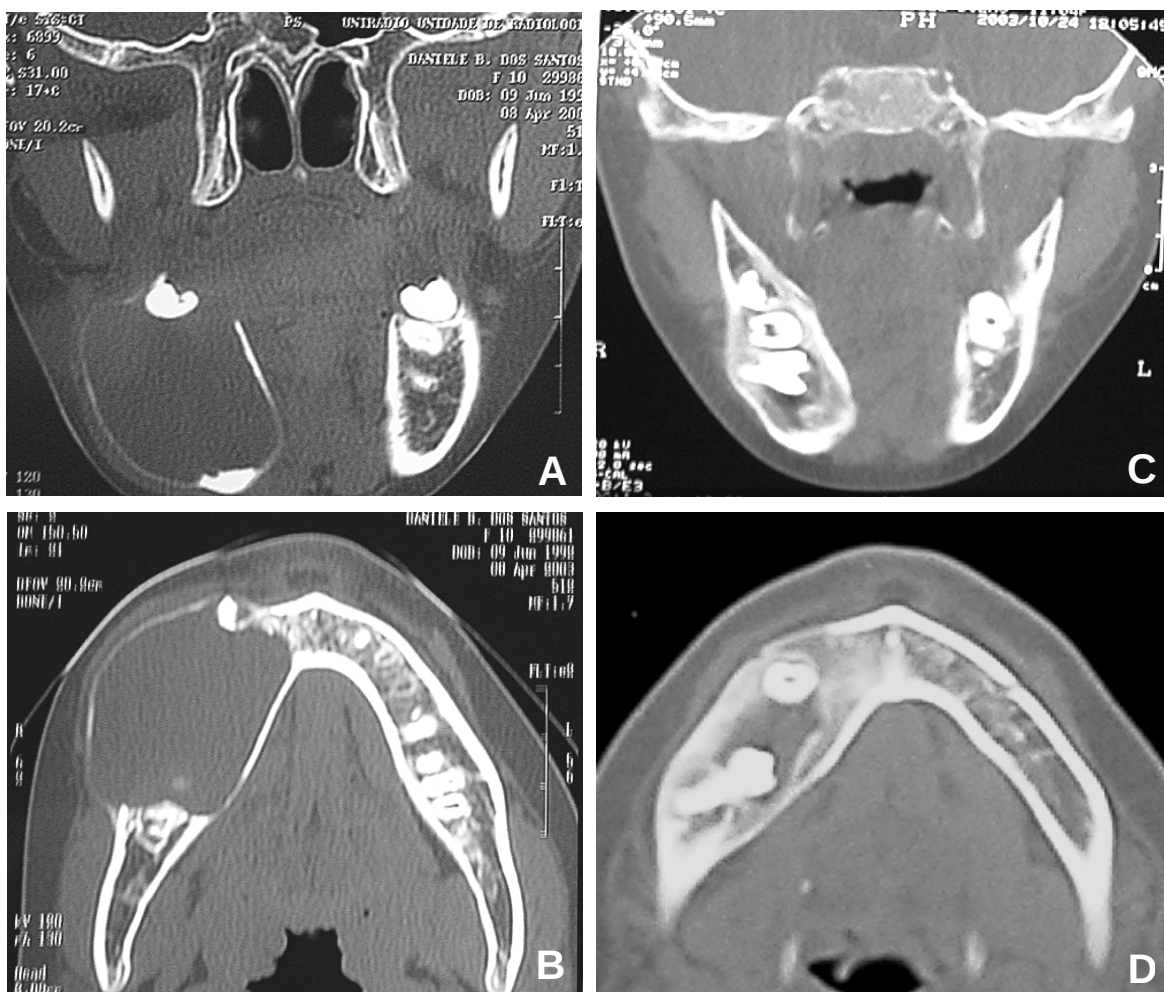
TC (janela para tecido ósseo). ANTES DA DESCOMPRESSÃO: corte coronal (A) e corte axial (B) mostram extenso ameloblastoma expansivo com afilamento das corticais ósseas vestibular e lingual e diminuição considerável da espessura da base da mandíbula. APÓS 6 MESES DE DESCOMPRESSÃO: corte coronal (C) e axial (D) revelaram redução da expansão das corticais e neoformação óssea medular periférica ao osso cortical.
